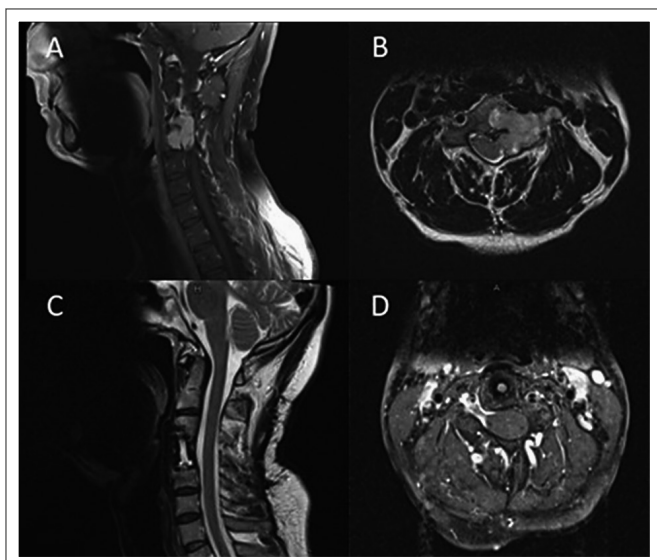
A und B: Präoperatives MRT: Tumorwachstum im Spinalkanal und intra-/extraforaminär sowie in den HWK 4, Ventralverlagerung der Arteria vertebralis. C und D: Postoperatives MRT nach Tumortotalexstirpation Korporektomie und Karboninstrumentierung, kaum Artefaktbildung. Relokation der Art. vertebralis
